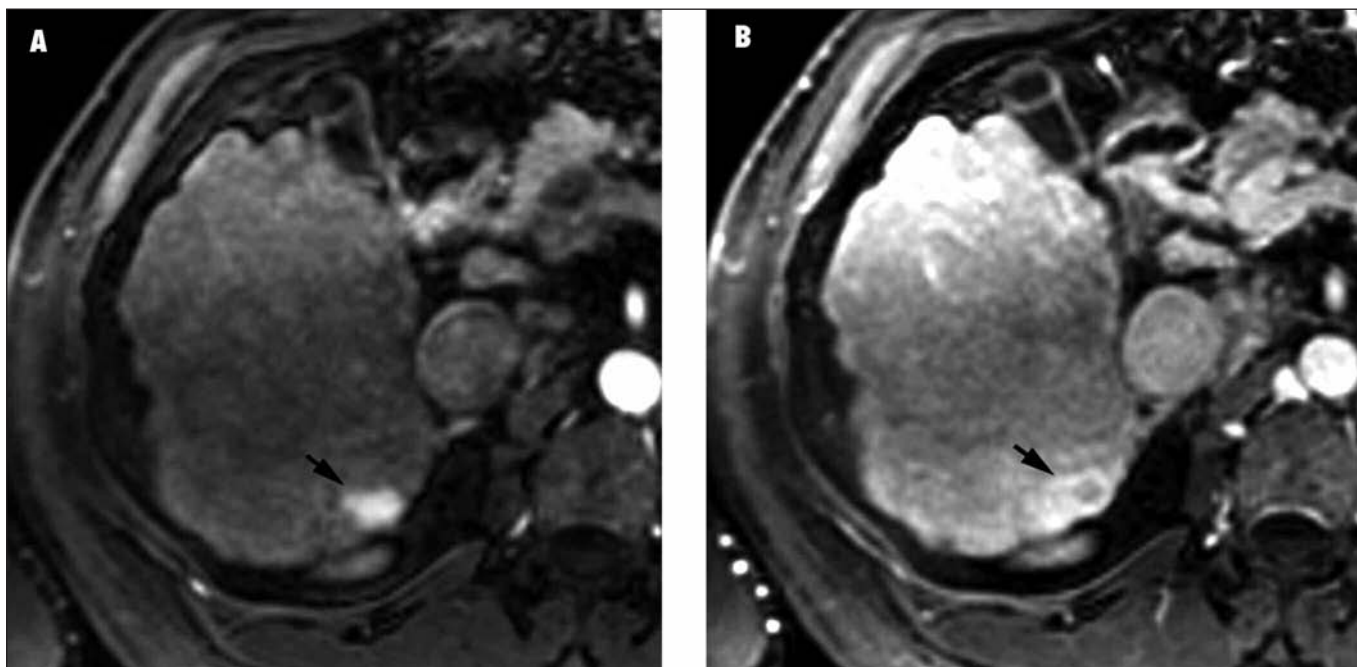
RM dinámica que muestra el patrón vascular específico del CHC. En la figura A se objetiva un nódulo de 20 mm con intensa captación de contraste en fase arterial. En la figura B se demuestra el lavado precoz en fase venosa y la presencia de una pseudocápsula, específica de CHC.
